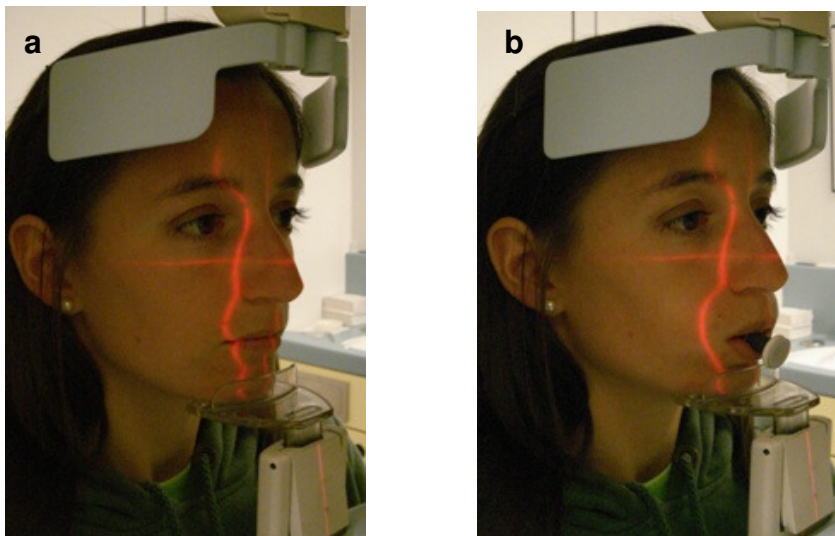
Positionierung des Patienten im Röntgengerät: (a) unbezahnter Patient ohne MTP, (b) unbezahnter Patient mit MTP.
